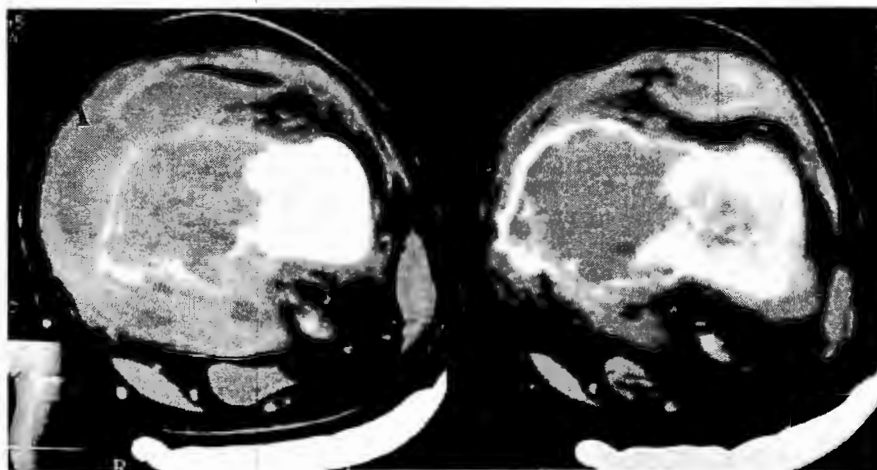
TC de un paciente con OS. A. Imagen al diagnóstico. B. Imagen después de recibir 4 ciclos de quimioterapia; es evidente el borde calcificado en la periferia del tumor.
